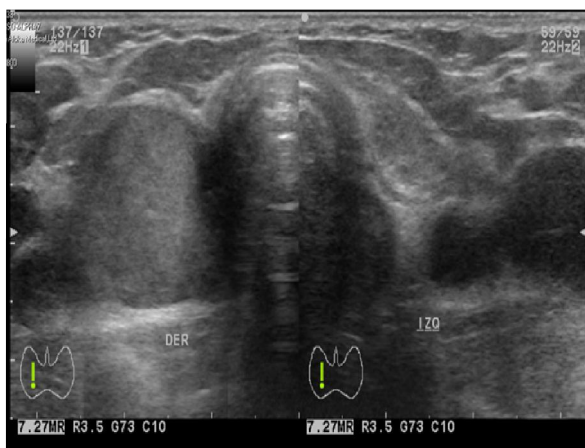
Ecografía en corte transversal, se aprecia el lóbulo tiroideo izquierdo normal y la lesión sospechosa ocupando el sitio anatómico del lóbulo derecho con antecedente de extirpación quirúrgica.
